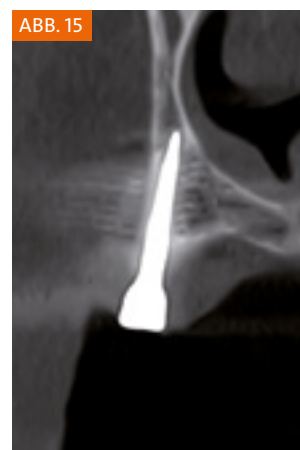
Kontrollröntgenbild nach Insertion der beiden Implantate.
